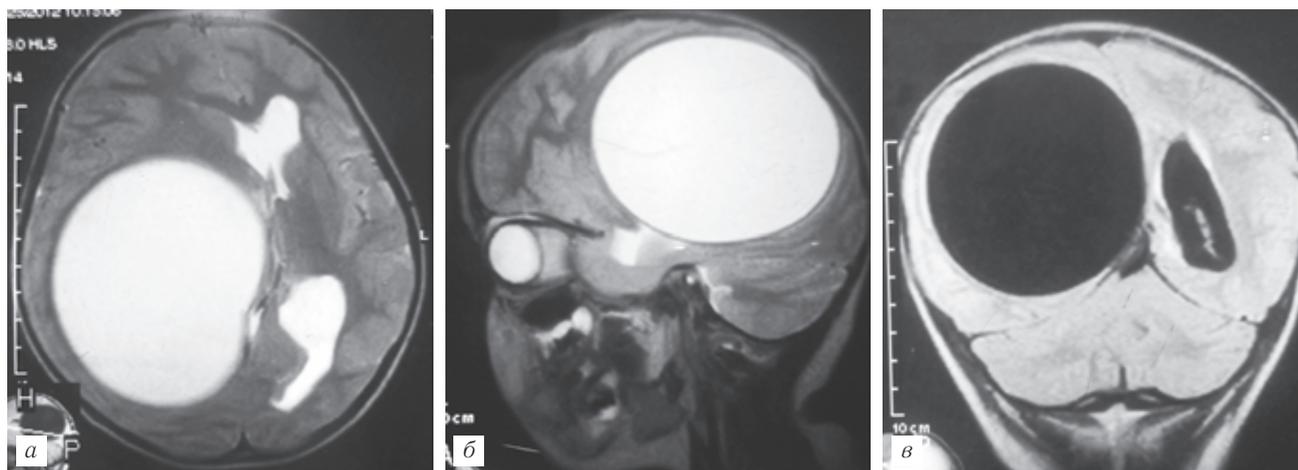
Девочка 6 лет. Эхинококковая киста в теменно-затылочной доле справа, дислокационный синдром. МРТ: T2-ВИ в аксиальной (а) и сагиттальной (б) плоскости; T1-ВИ в корональной плоскости (в).
